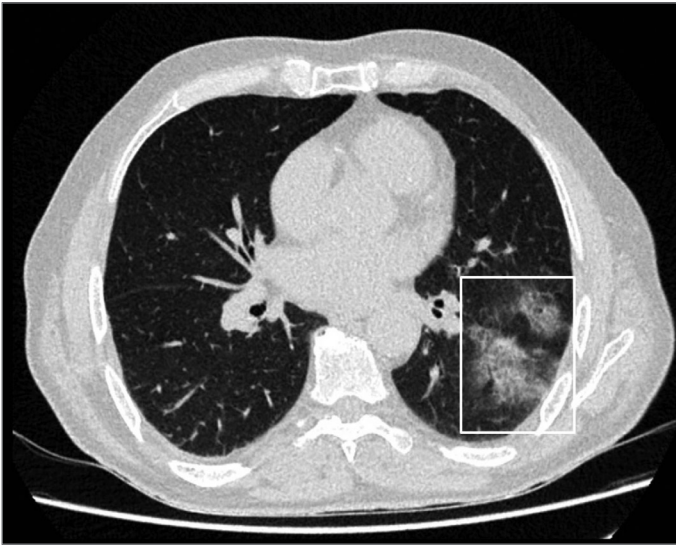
a-d. 52 yaşında erkek hastaya ait kontrastsız toraks BT aksiyel (a, b), koronal (c) ve 3D VRT anterior kesitlerde periferik dağılımlı yaygın buzlu cam dansiteleri (oklar) izlenmektedir.
